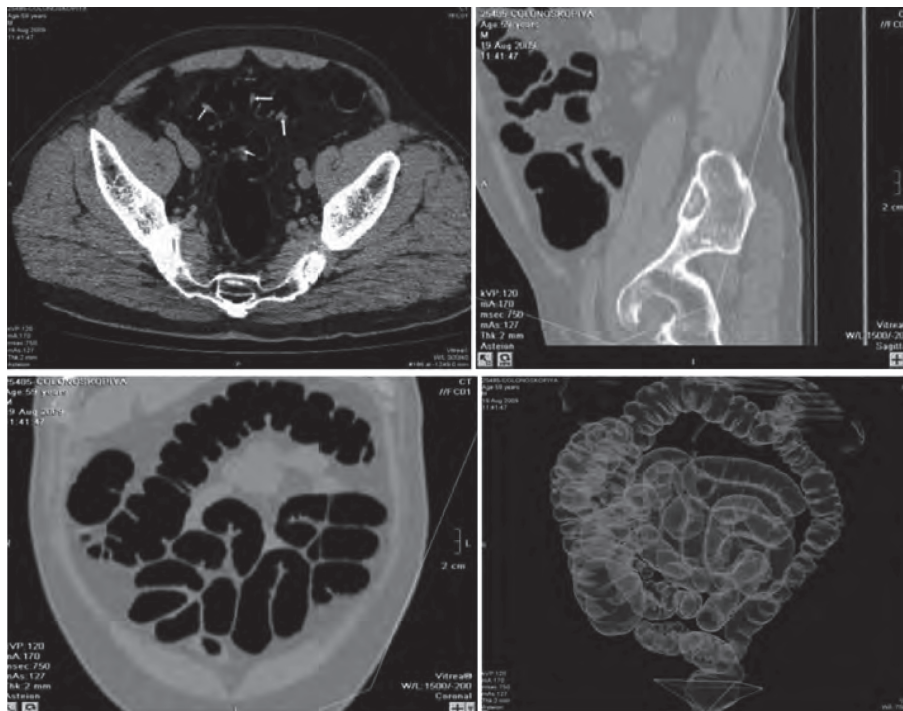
МСКТ-колонография толстой кишки в норме.
